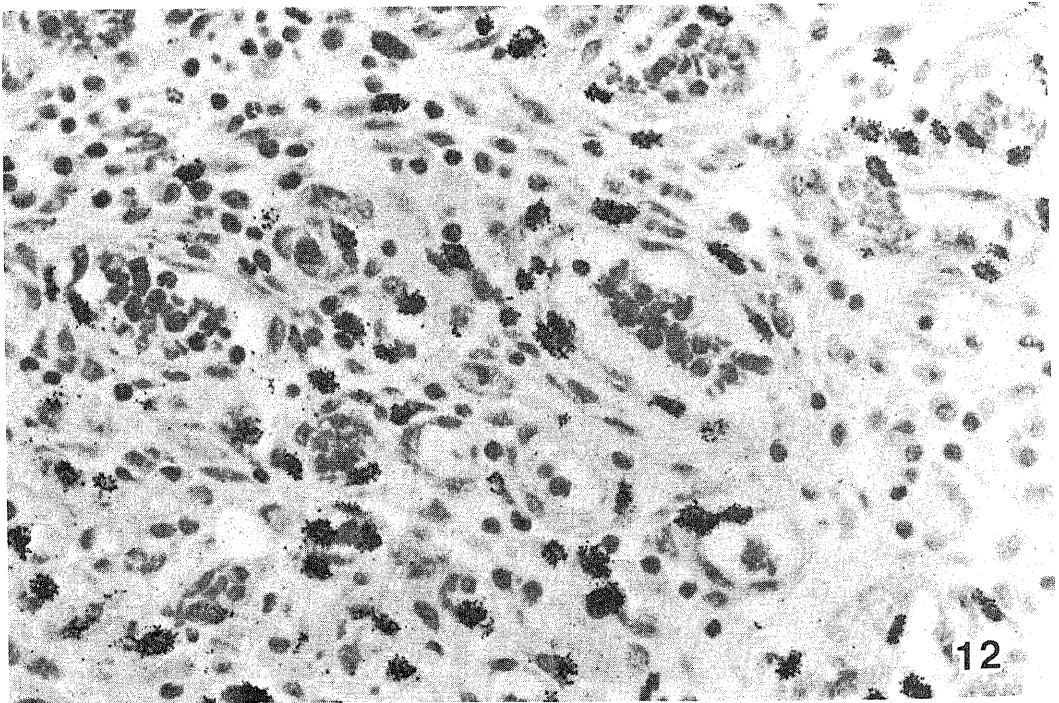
$H^3$ - Thymidine autoradiography of a 3 - day wound. Silver grains are demonstrated in the proliferating fibroblasts and endothelial cells of the blood capillaries  $\times 450$ .
